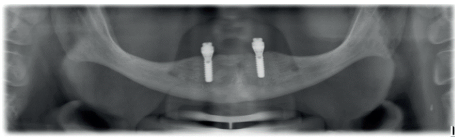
Kontrollröntgen nach 2,5 Monaten (Universitätsklinik für Zahnmedizin und Mundgesundheits)
